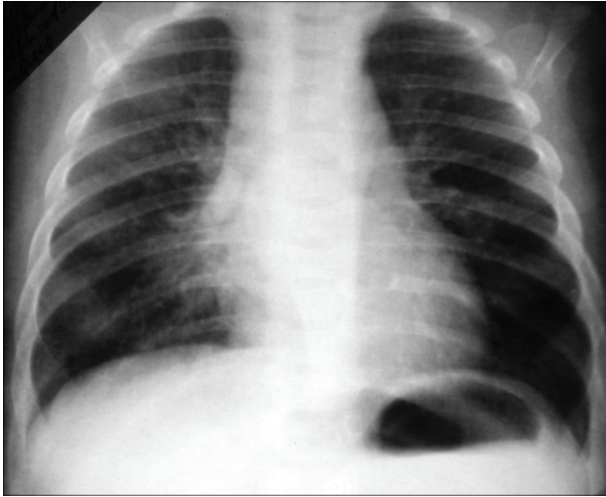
Рентгенограмма органов грудной клетки при поступлении (от 23.11.10). В проекции  $S_{IV}$  правого легкого отмечается сгущение легочного рисунка. Правый корень малоструктурен, инфильтрирован, левый — прикрыт тенью средостения, просвет трахеи и главных бронхов хорошо просматривается.
